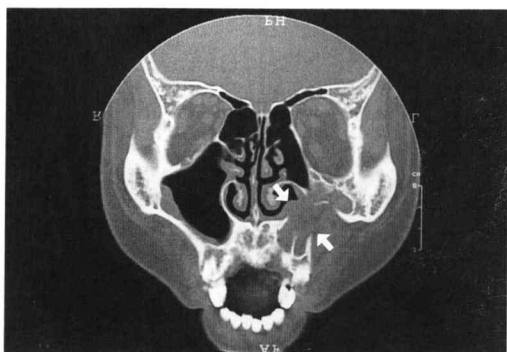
Preoperative coronal CT scan appearance showing cyst (arrows).
